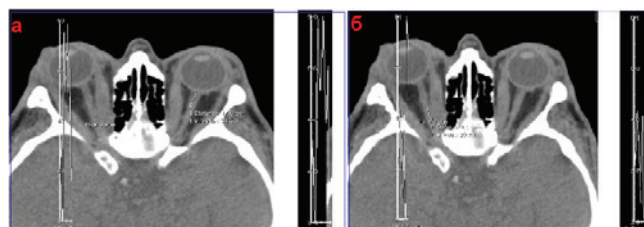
КТ орбит пациента (аксиальная проекция) с начальной ОН: а — сечение левого зрительного нерва в передней части и его профиль плотности, б — сечение правого зрительного нерва в задней части и его профиль плотности.
